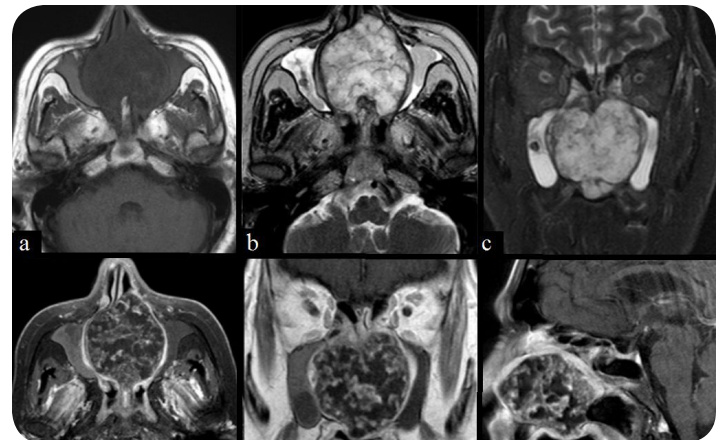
a-f, A 78-year-old female patient, a. T1-weighted axial, b-c. T2-weighted axial and coronal, d-f. T1-weighted contrast-enhanced axial, coronal, and sagittal MRI scans, the solid mass lesions originating from nasal septum is observed relatively smooth contour, heterogeneous hyperintense on T2-weighted, hyperintense T1-weighted scans, showing heterogeneous enhancing pattern with nonenhancing hypointense and enhancing areas due to the internal structure of the endochondroma. It obliterates both nasal cavities and causes both maxillary sinus compression, It is seen eroding the hard palate and minimal extension to the oral cavity.
